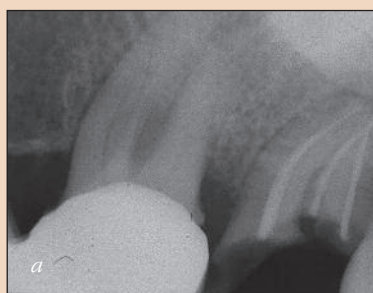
Исходная рентгенограмма зуба 26 с необратимым пульпитом. Полость доступа препарировали минимально инвазивным методом через коронку.
